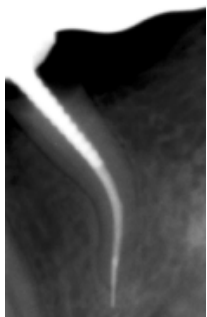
В верхушке зуба 44 определяется сломанный инструмент. Зуб был депульпирован около 7 лет назад, рентгенологические признаки воспаления отсутствуют.
